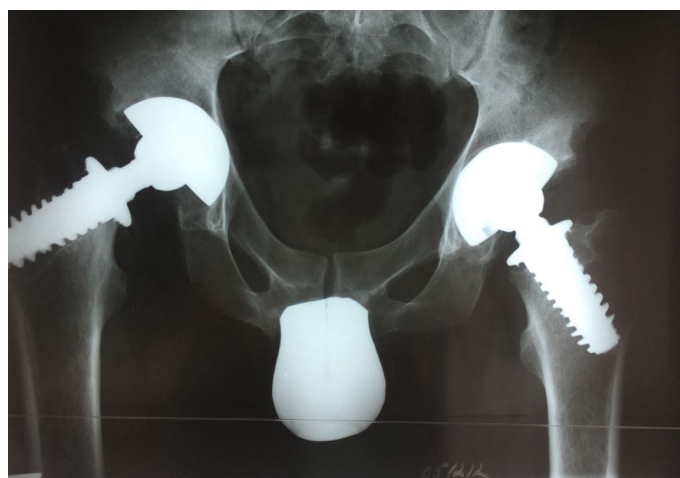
Рентгенограмма больного Ш., 42 года до операции
